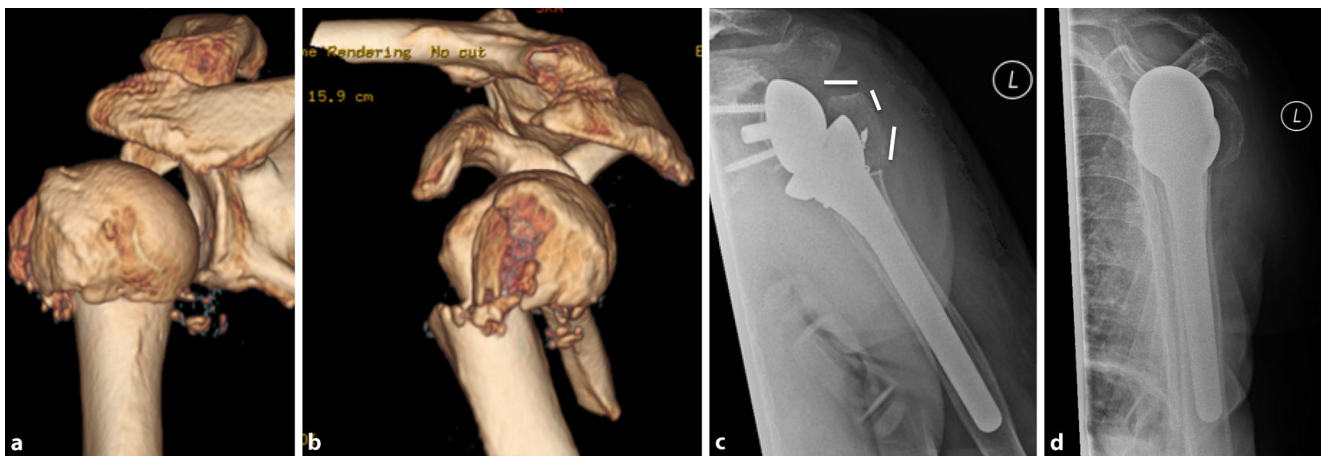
▲ 90-jährige Patientin mit valgisch distrahierte 3-Segment-Fraktur: Computertomographie (CT) mit 3-D-Rekonstruktion mit Blick von dorsal (a) und lateral (b). Endoprothetische Versorgung mit inverser Prothese und additiver Befestigung des Tuberculum majus mittels Cerclage (c, d)
